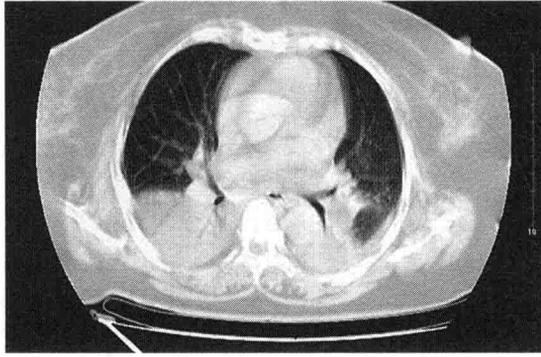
肺 CT 双侧胸腔中等量积液,双肺上叶后段及下叶背段,后基底段膨胀不全,伴炎症可能性大
